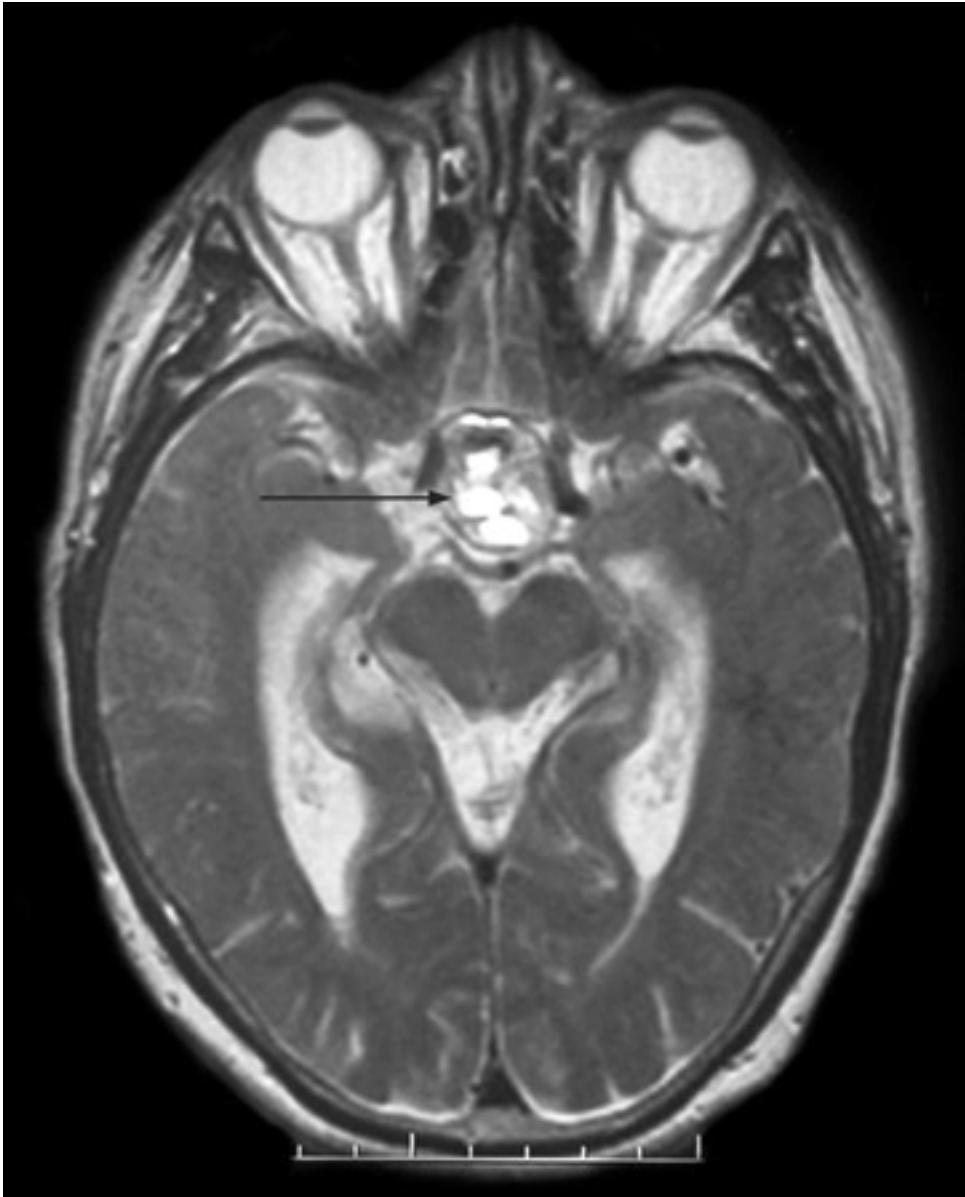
Corte axial de ressonância nuclear magnética (RNM) ponderado em T2 mostrando uma lesão na fossa hipofisária (seta), com uma intensidade de sinal heterogêneo sugestiva de apoplexia recente
